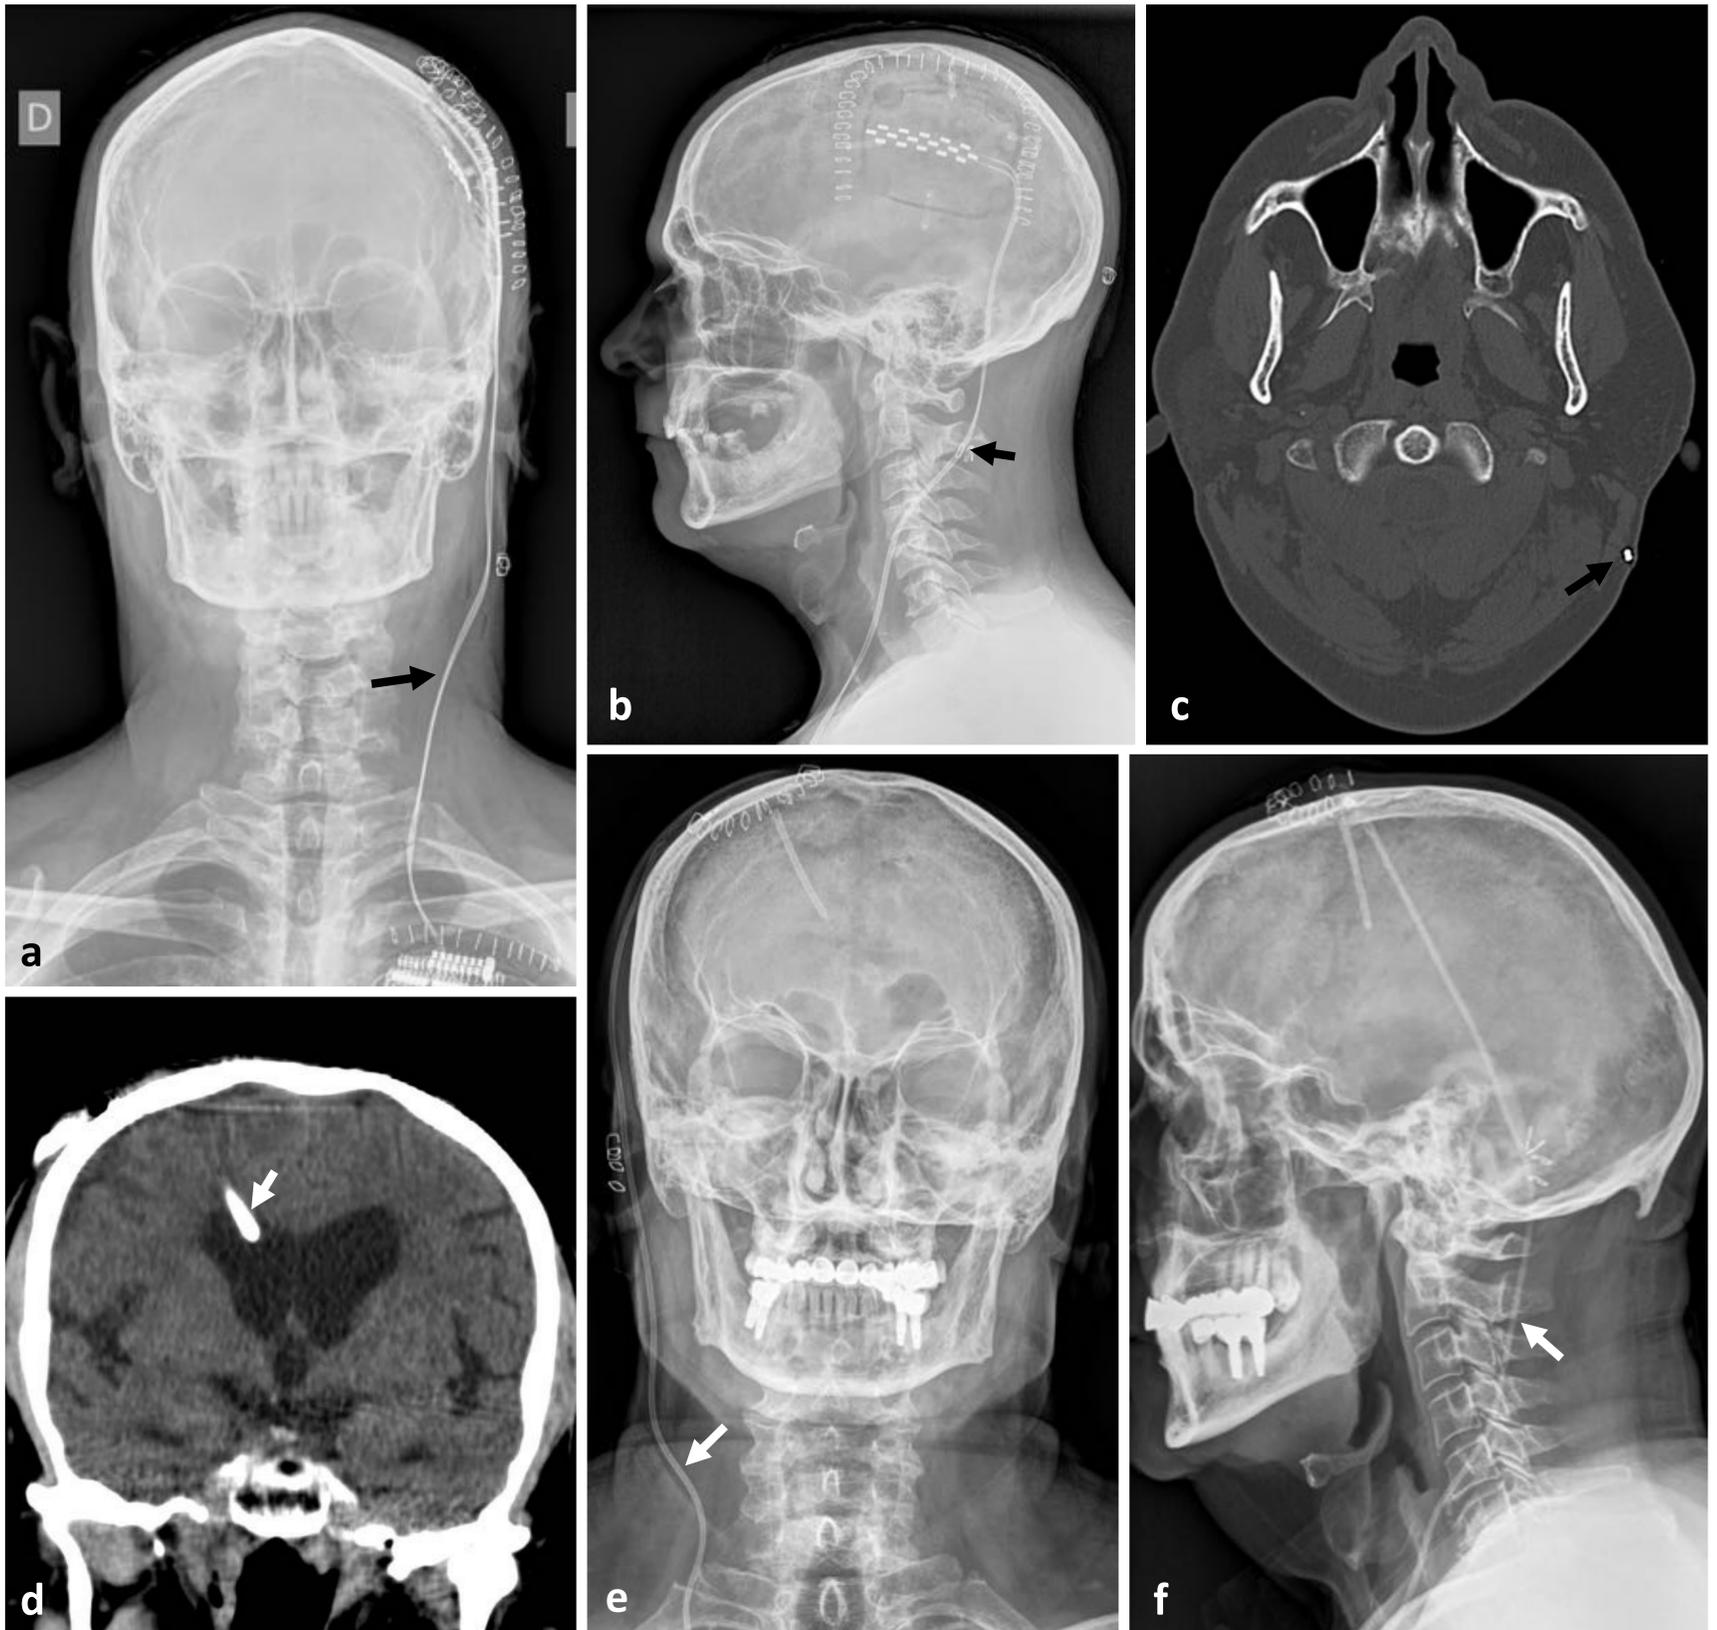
Utilidad de la RX de columna cervical para la valoración de la correcta posición e integridad de dispositivos médicos. (a, b) RX craneal y cervical AP y lateral. (c) TC cervical, ventana de hueso, axial. Estimulador cortical izquierdo (flecha) para tratamiento del dolor secundario a síndrome talámico. (d) TC craneal, coronal. (e, f) RX craneal y cervical AP, lateral. Catéter de derivación ventrículo-peritoneal (flecha).
